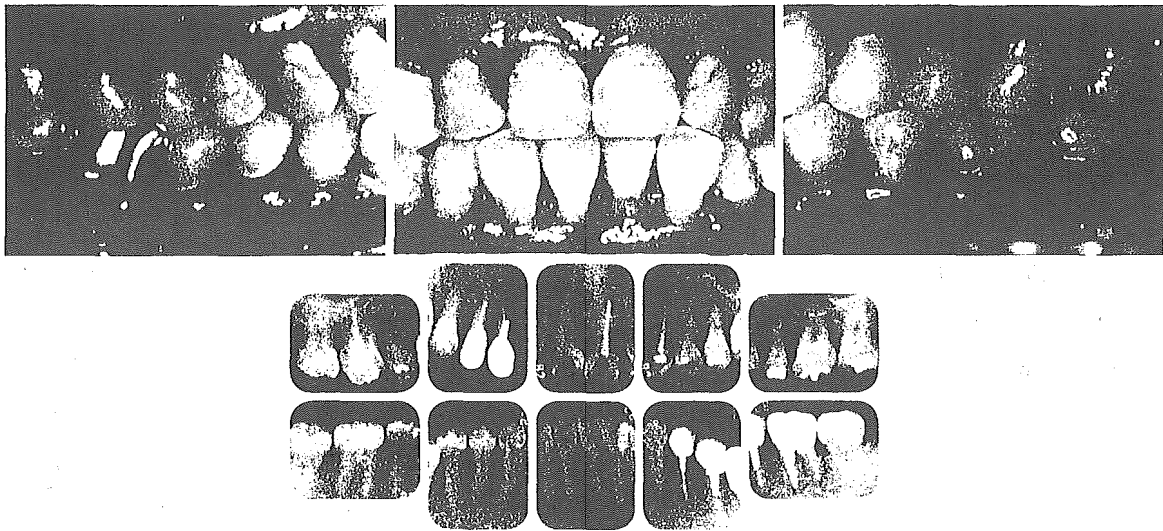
a ~ d メインテナンス治療時（1997年6月）の口腔内所見とX線写真像.
